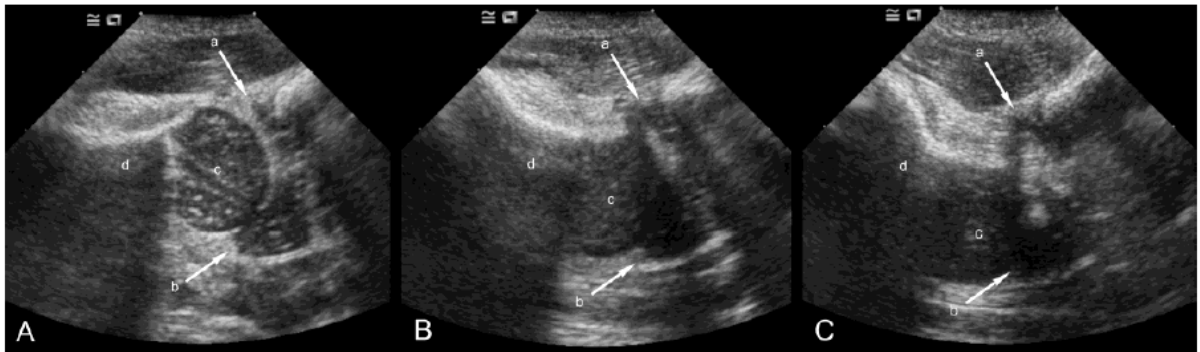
Ultrasonido dinámico de cadera, adquisiciones sagitales, paralelas al cuello femoral. (A) normal; (B) inestable y (C), dislocada.
